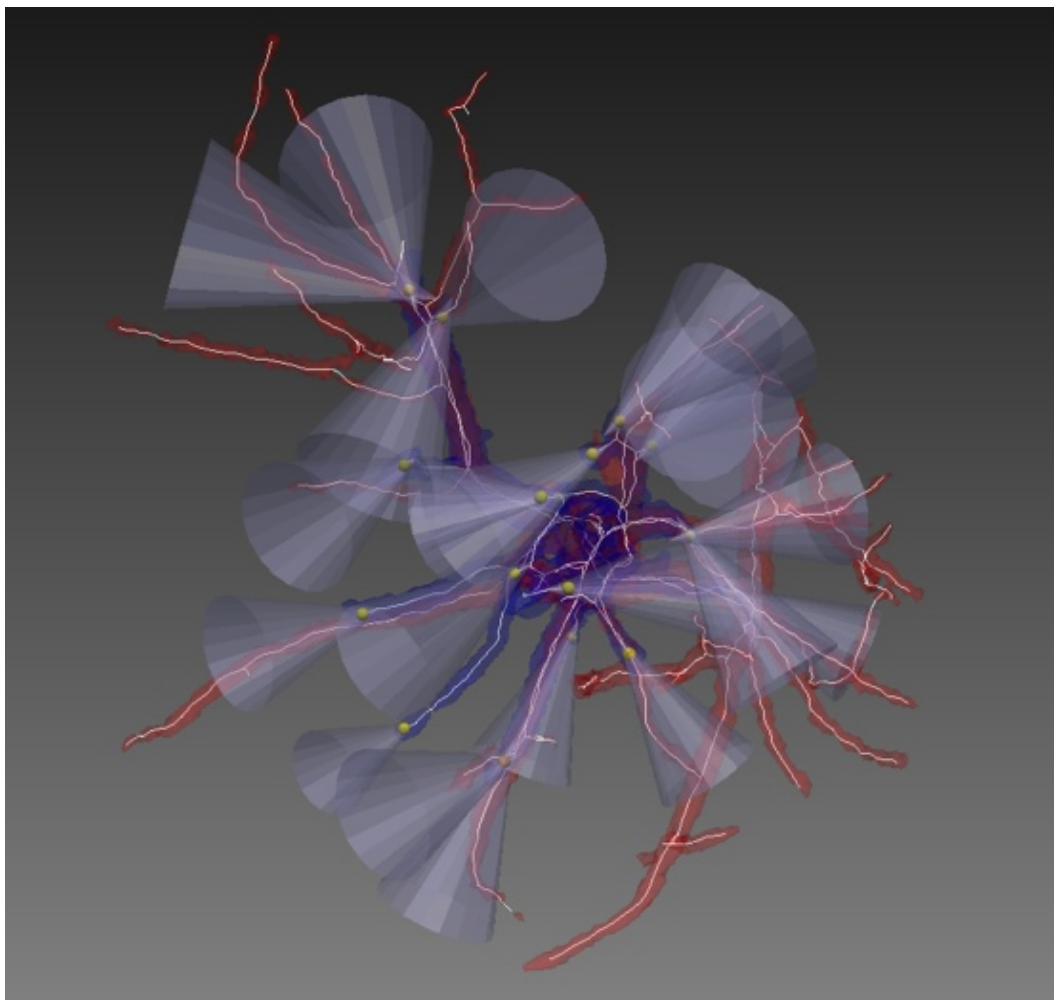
Ergebnis der Platzierung von Kegeln zur Definition von Suchräumen für einen Patientendatensatz. Die segmentierten Ultraschallgefäße sind in Blau und die Gefäße aus dem CT in Rot dargestellt. Die weißen Linien repräsentieren die Gefäßmittellinien nach der deformierbaren Registrierung. Die gelben Punkte repräsentieren Endpunkte an denen im Ultraschallvolumen nach weiteren Gefäßen gesucht werden soll. Die Ausrichtung der Kegel erfolgte, soweit vorhanden, an den Gefäßmittellinien aus dem CT und andernfalls an denen aus dem Ultraschall. Quelle: [Wei13]
